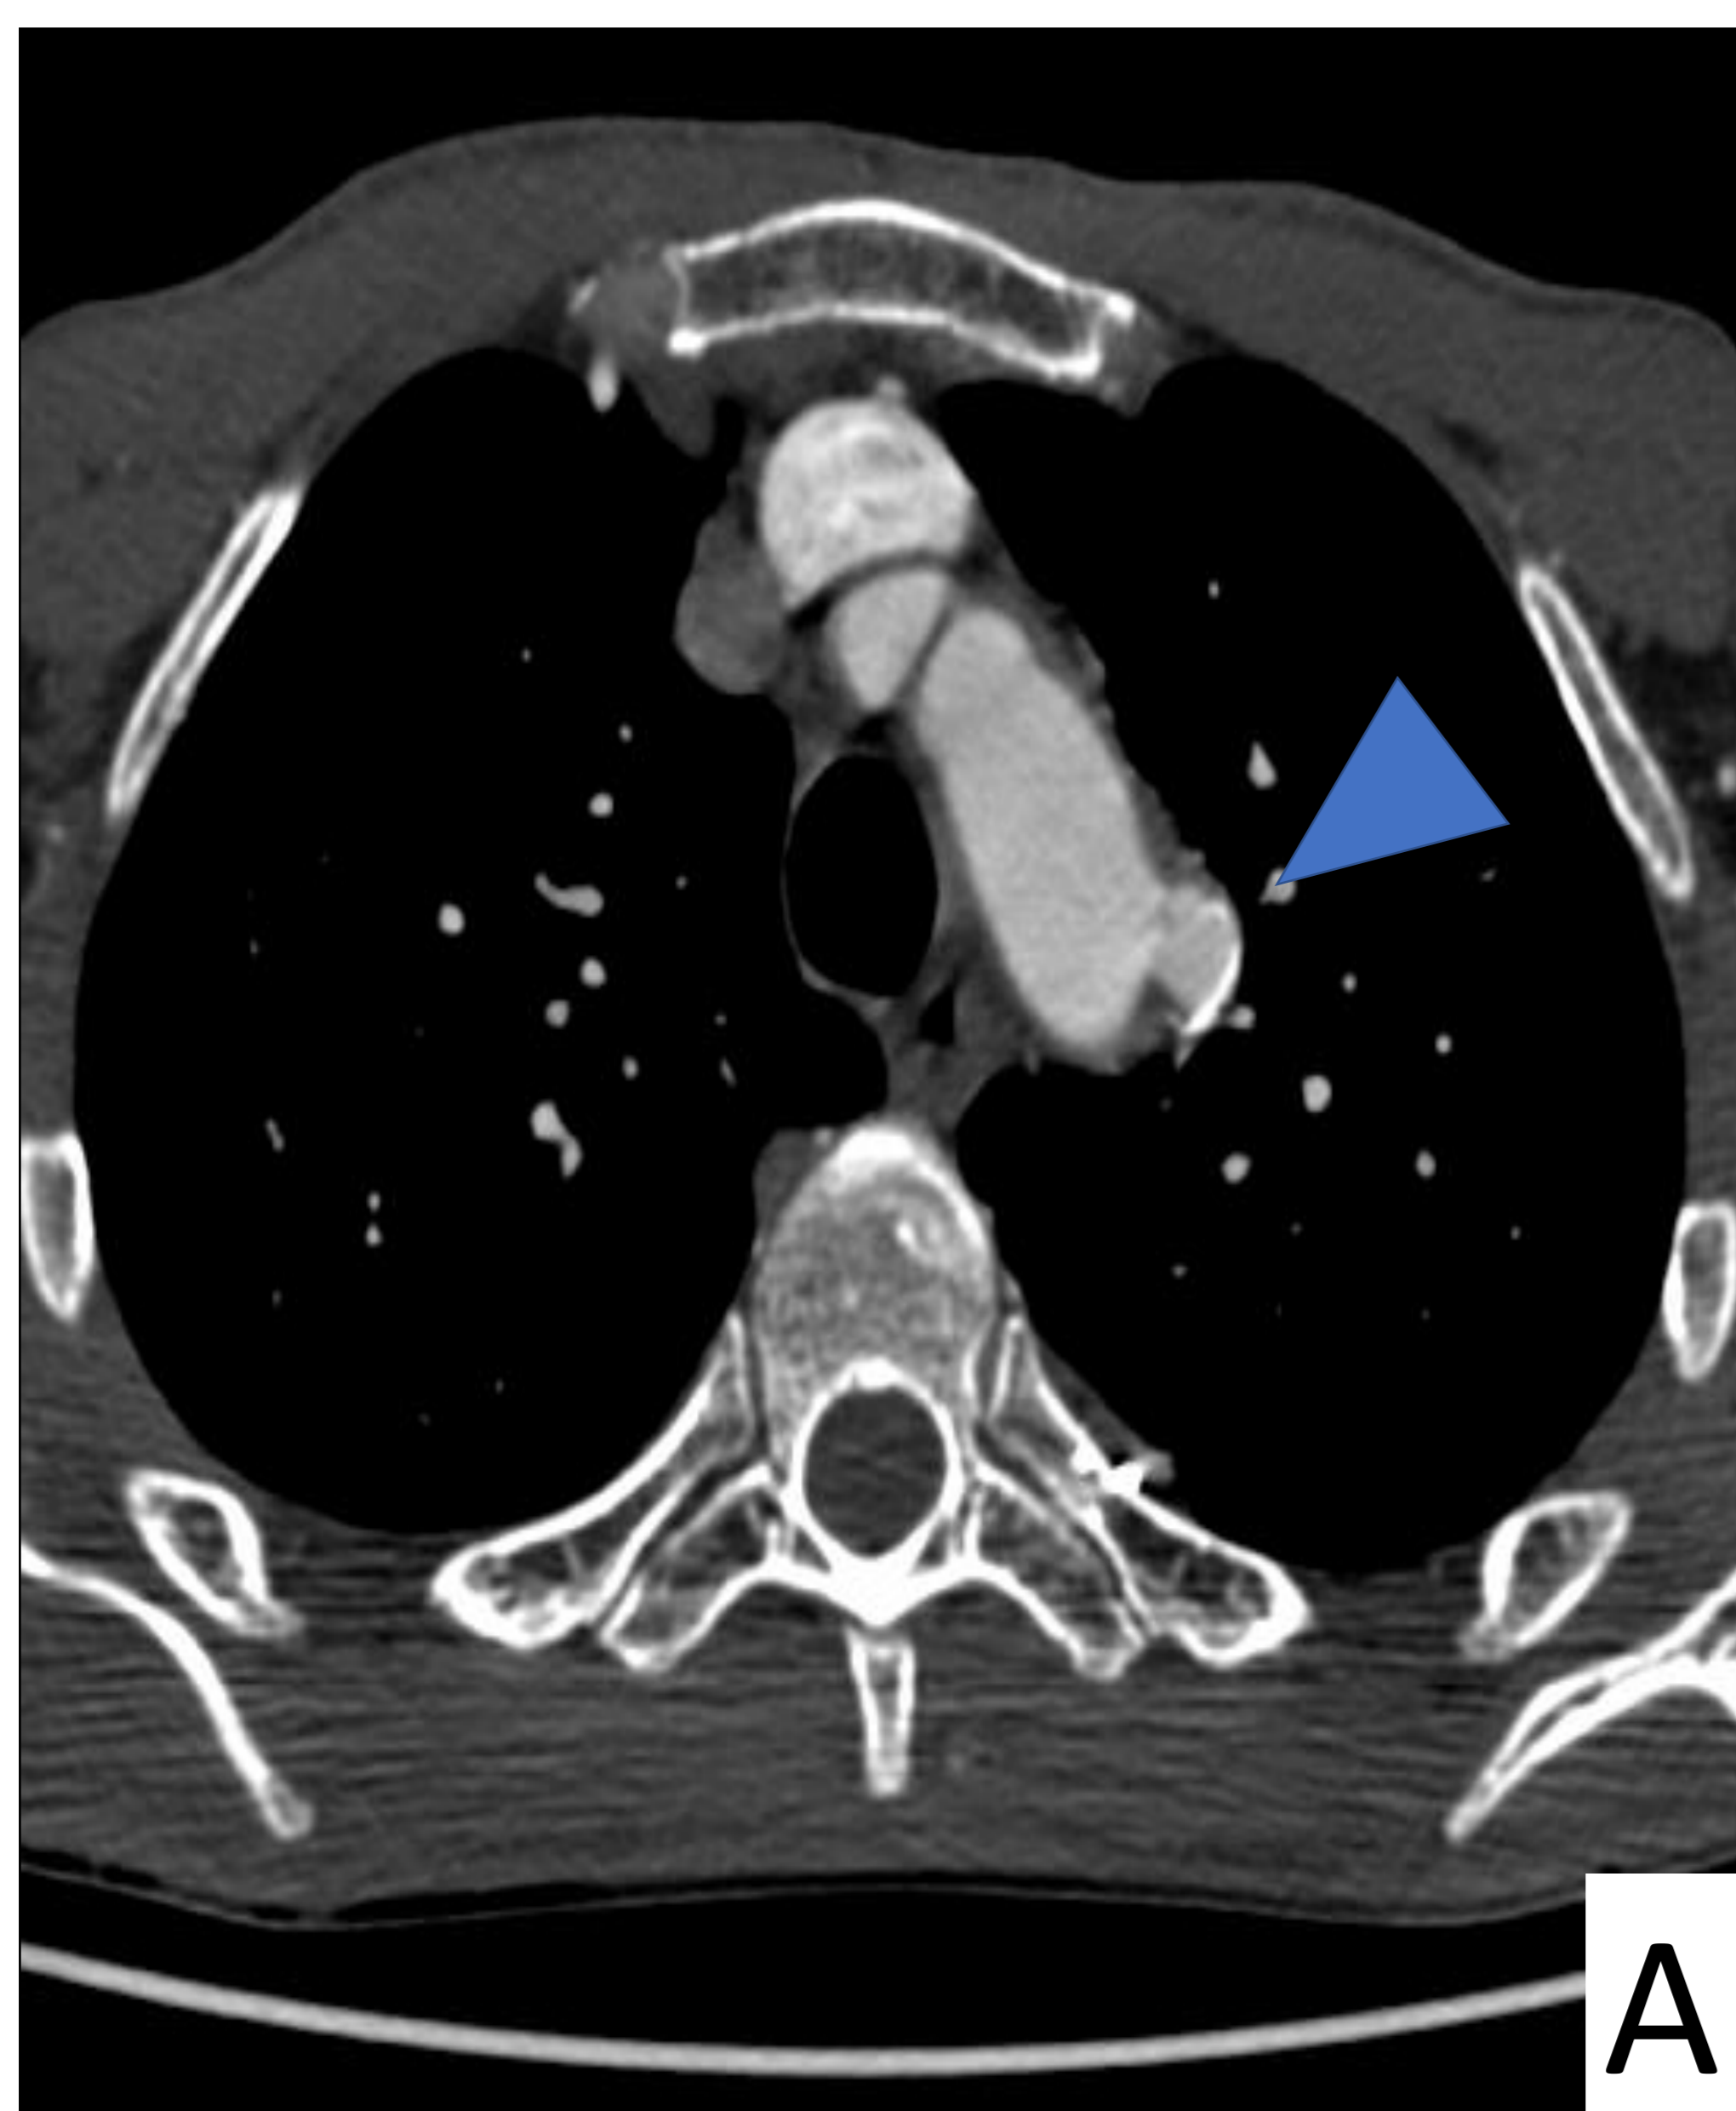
TC torácico realizado con contraste yodado i.v. con imágenes en plano axial con ventanas de mediastino (A), pulmón (B) y hueso (C) que muestra pseudoaneurisma postraumático en el cayado aórtico distal (punta de flecha). Se visualiza el trayecto de la bala en el parénquima pulmonar (flechas blancas) y esquirlas metálicas (metralla) en pared torácica posterior (flecha azul).
